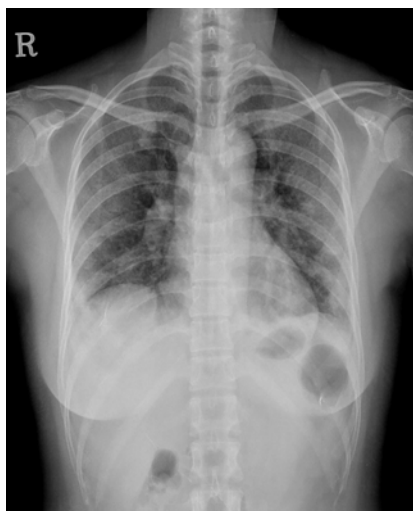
Chest radiograph shows diffuse patchy consolidations in both lungs(A). One week later after discharge, the chest X-ray shows the complete improvement of previous lung lesions(B).
